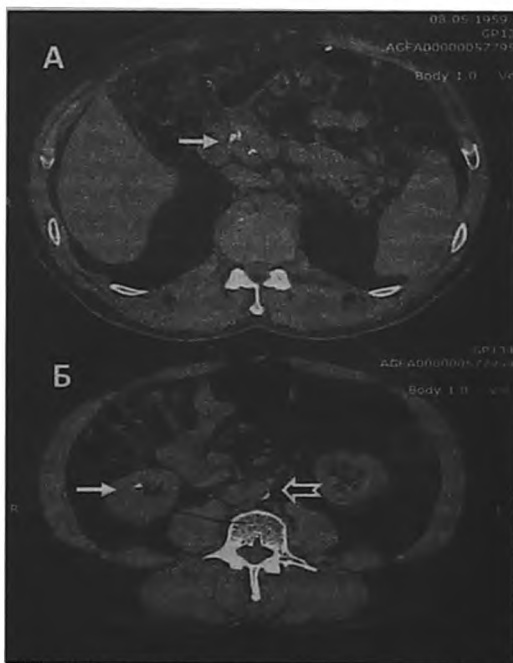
Тот же пациент, что на рис. 2. КТ забрюшинного пространства. Поперечная проекция. А. Очаговая кальцификация головки поджелудочной железы (стрелка). Б. Камень правой почки (сплошная стрелка). Кальциоз брюшной аорты (полная стрелка)
